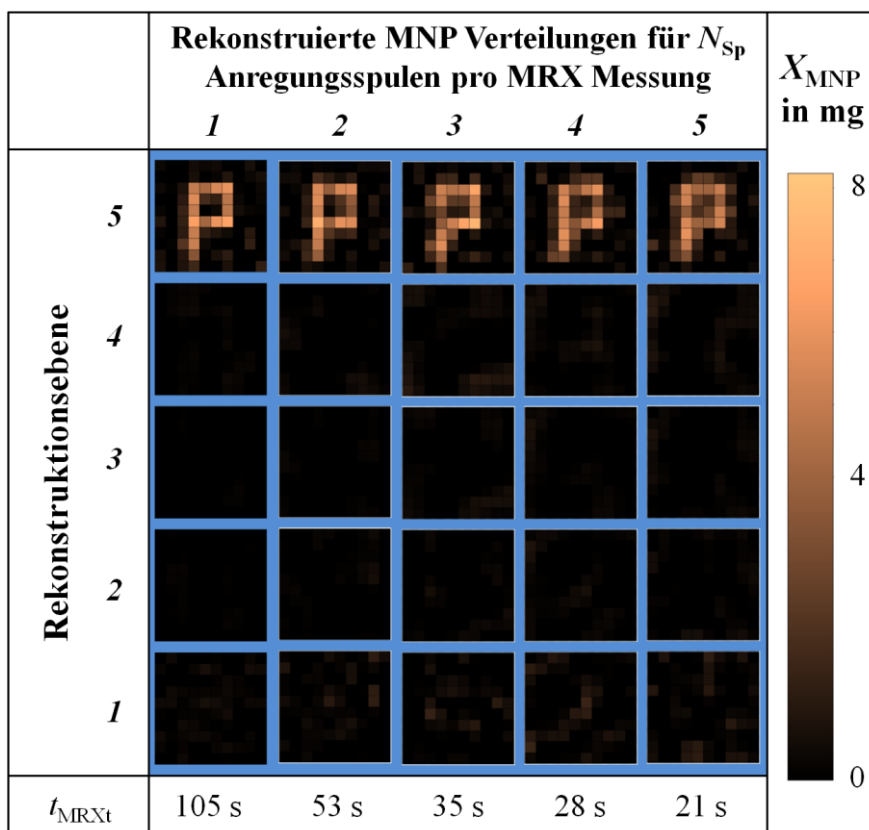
Rekonstruierte MNP-Verteilung der P-förmigen Verteilung im Einschub 5 des Supports der ROI Tumor (vgl. Kapitel 3.1) aus sequentieller MRX-Tomographie ( $N_{\text{Sp}}=1$ ) und randomisierten Anregungssequenzen, in denen pro MRX-Messung mit jeweils  $N_{\text{Sp}}=[2, 3, 4, 5]$  Anregungsspulen gemeinsam magnetisiert wurde. Unter den Rekonstruktionen ist die gesamte Gesamtmessdauer der jeweiligen MRX-Tomographiesequenz  $t_{\text{MRXt}}$  angegeben.
